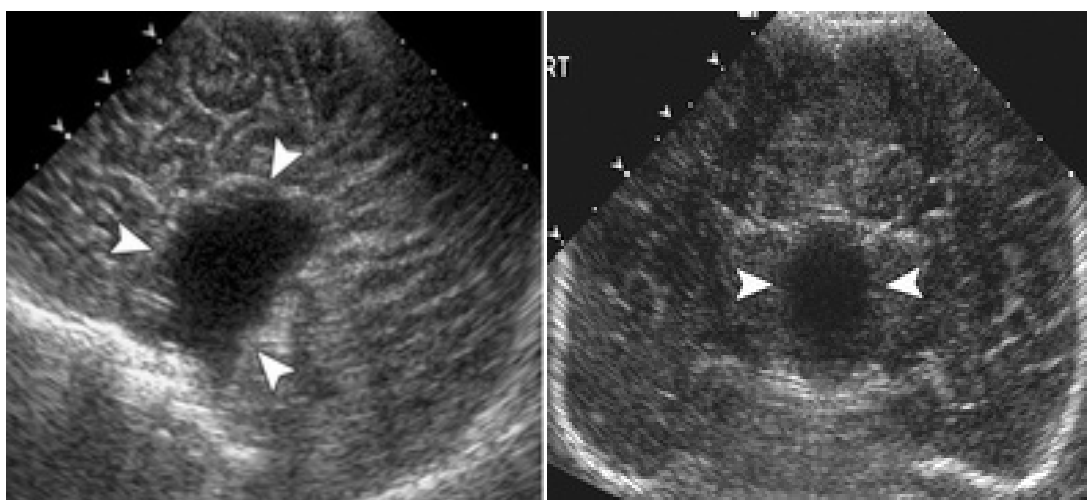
Vue échographique sagittale (gauche), et coronale (droite) montrant une large lésion kystique au niveau de la région sellaire.
